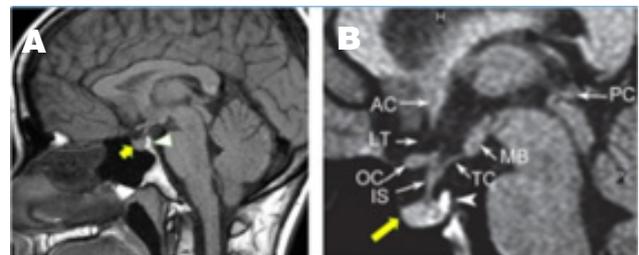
(a,b) Resonancia magnética T1, corte sagital de una hipótesis normal. Nótese la hiperintensidad de la neurohipótesis (cabeza de flecha). Adenohipófisis (flecha amarilla), TC (tuber cinereum), IS (infundíbulo), OC (quiasma óptico), MB (cuerpos mamilares), LT (lamina terminalis), PC (comisura posterior)
